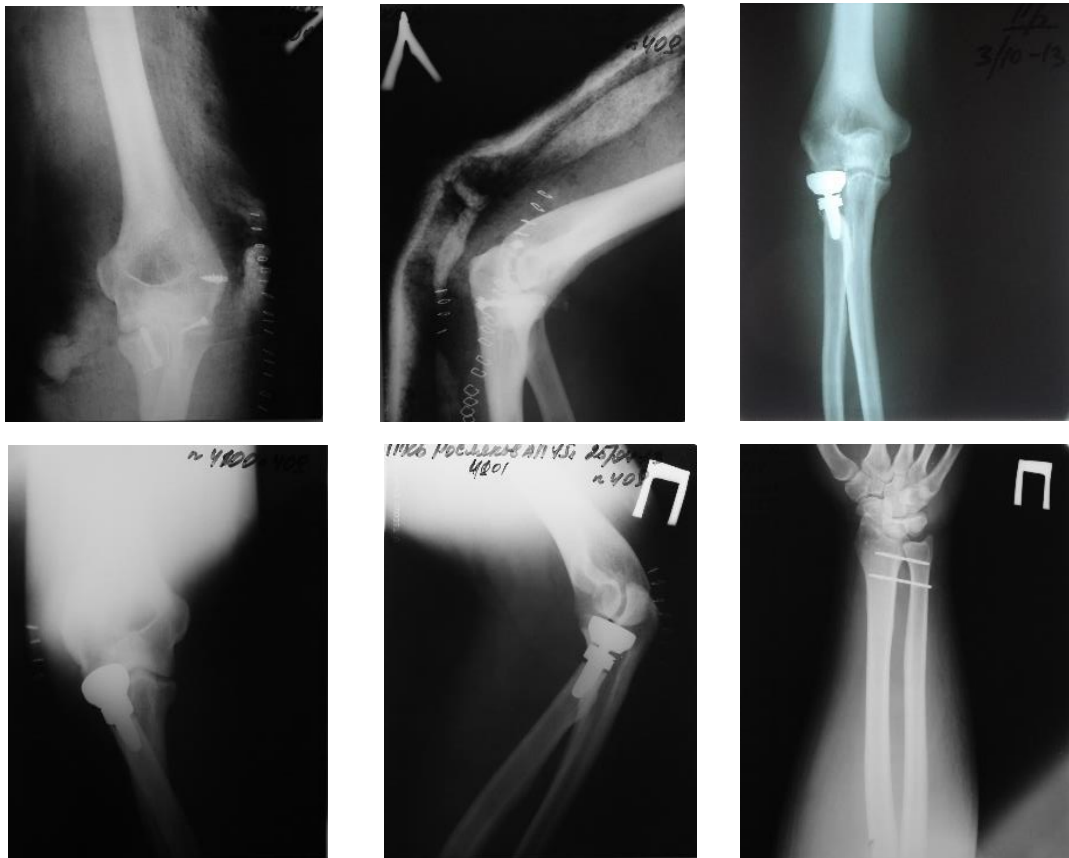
Рентгенограммы больного Р. после операции
